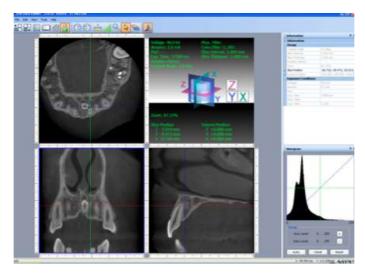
Tomographie volumique à faisceau conique initiale, 03/08/2010 (Dr. J. PREVOST).
